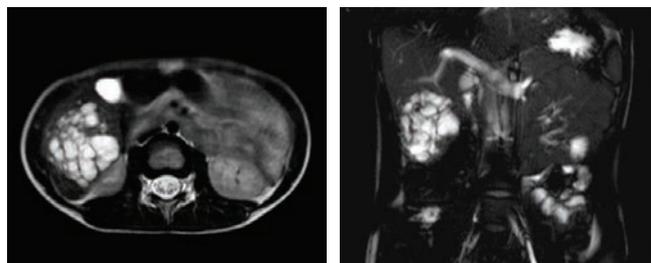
МРТ брюшной полости (T2-взвешенные изображения): множественные округлые гомогенные гиперинтенсивные новообразования
